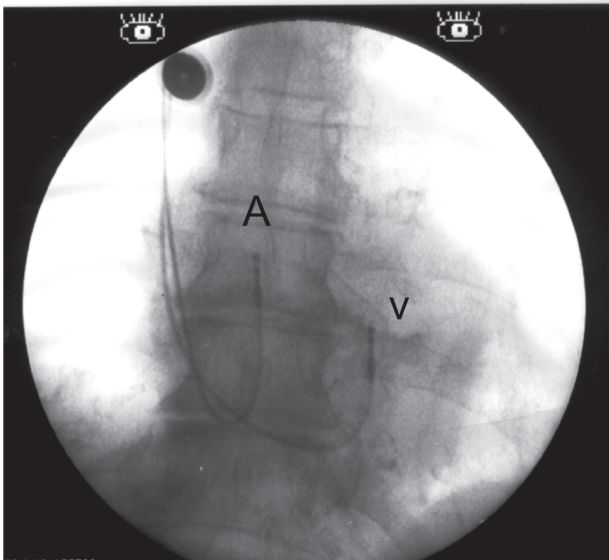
Radiografía en proyección anteroposterior. Emplazamiento de los catéteres de un marcapaseo DDD. Cable auricular (A) de fijación activa tipo retráctil en la orejuela derecha y ventricular (V), zona de septum interventricular parahisiana.
